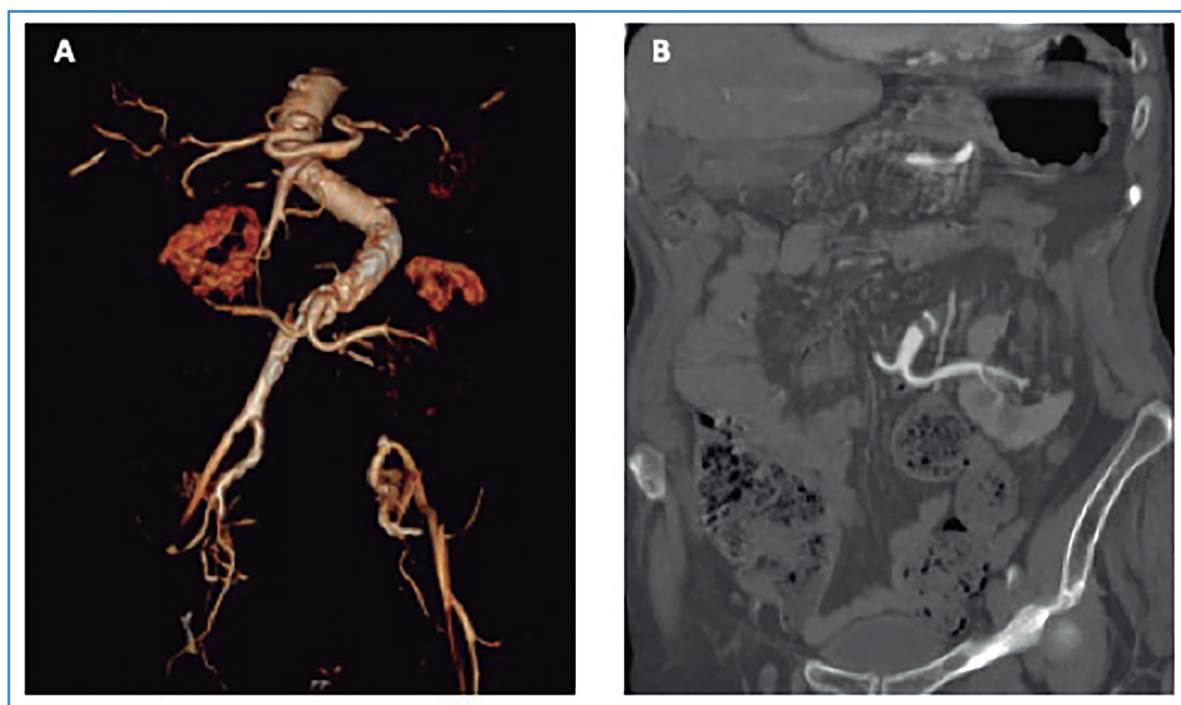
A y B. Defecto de llenado intraluminal en tronco común de arterias renales (angio-TC).
